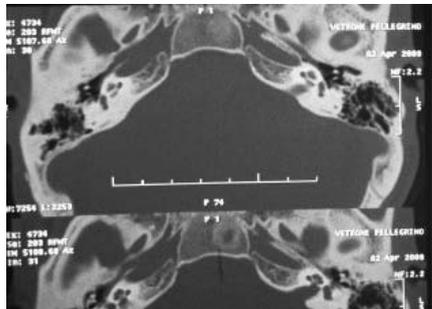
TC assiale: normale struttura della coclea
